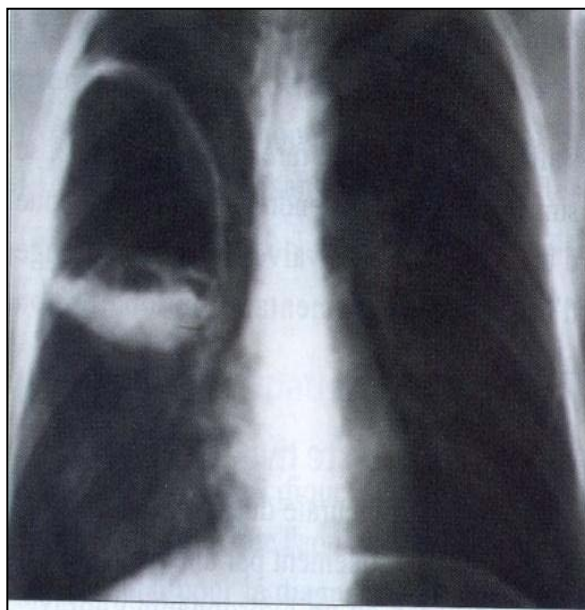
Radiographie thoracique de face. Kyste hydatique pulmonaire du lobe supérieur droit avec aspect de membrane flottante
